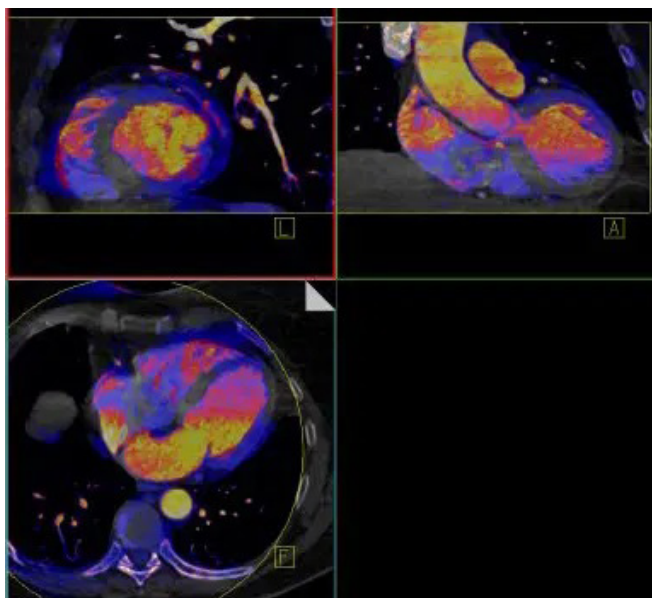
Программное обеспечение для оценки КТ-перфузии миокарда
